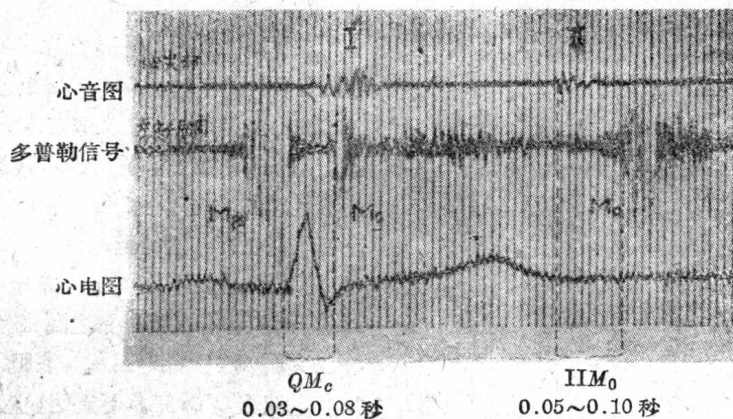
与二尖瓣有关的高频超声多普勒信号, M_c 为二尖瓣关闭, M_0 为二尖瓣开放(35岁,男)。
